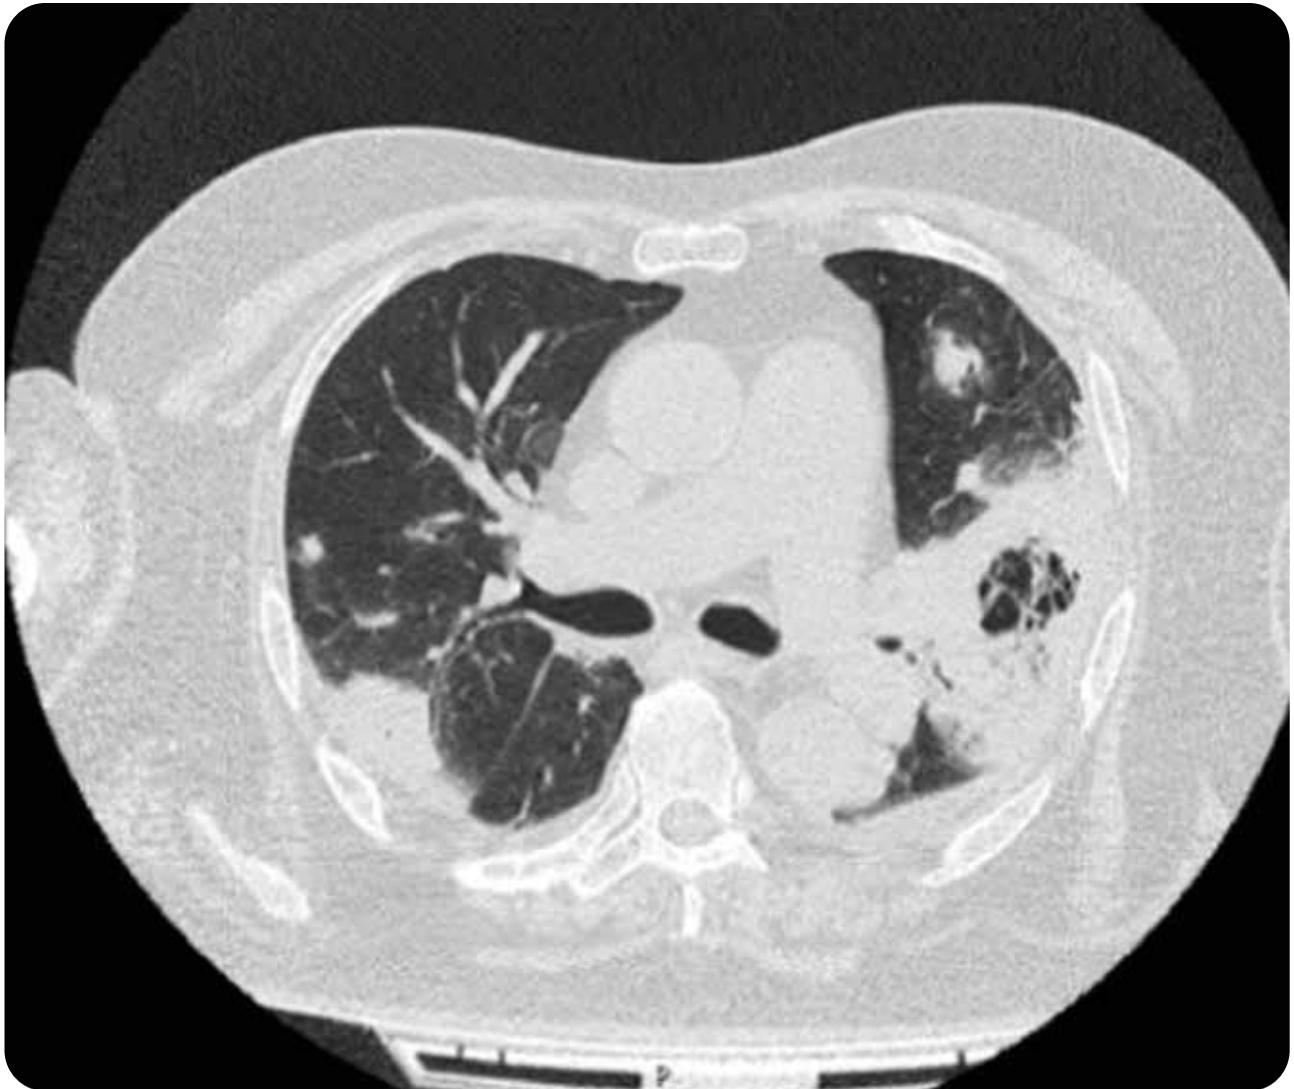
Tomografía Computada de tórax: nódulos y consolidaciones en ambos parénquimas pulmonares.
